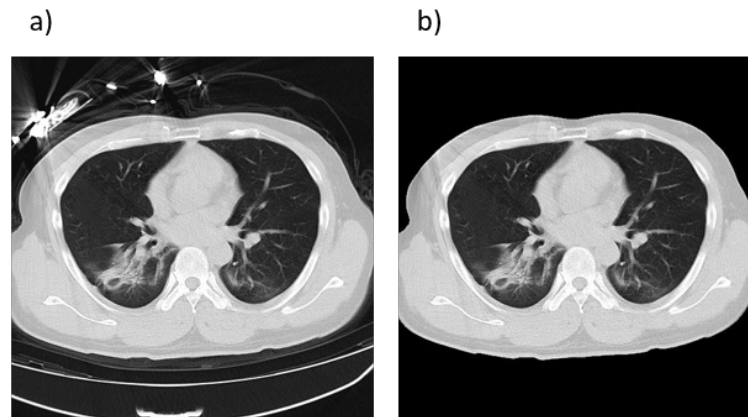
Segmentación de imagen 2D, correspondiente a un corte de tomografía computarizada. Se retira todo indicador visual que se encuentra fuera del cuerpo del paciente.
